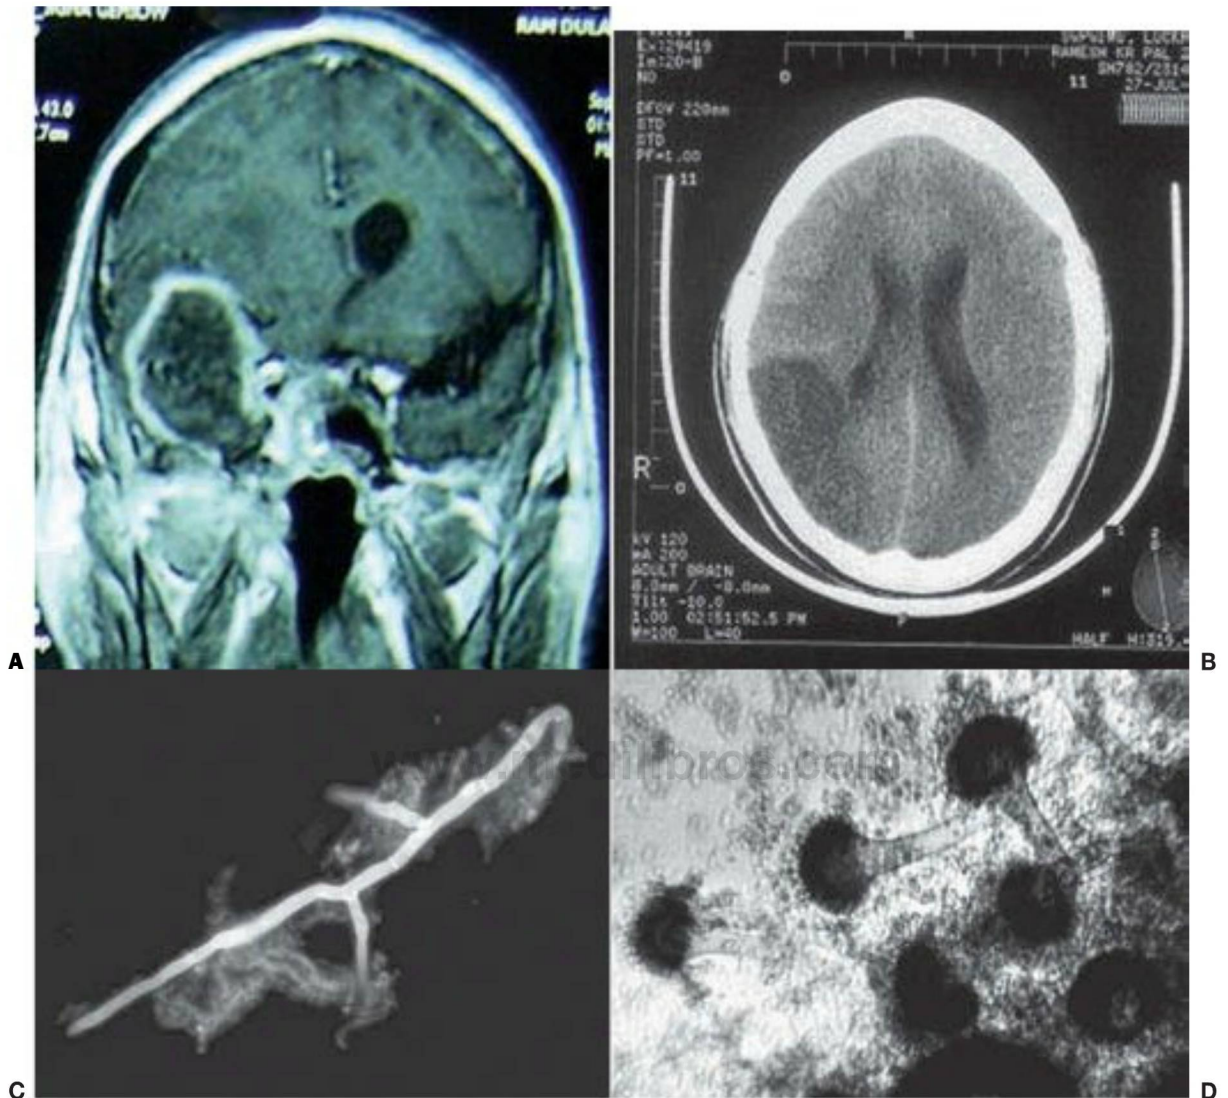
3 Aspergillosis rinocerebral. A, Imagen posgadolinio por resonancia magnética coronal potenciada en T1 que muestra una lesión de masa en el lóbulo temporal derecho con realce periférico y efecto de masa, junto con realce de los senos maxilares y esfenoidales. B, Tomografía computarizada axial del mismo paciente 2 semanas después del tratamiento con anfotericina B, que revela infarto del área parietal derecha. C, Preparación en fresco con KOH del aspirado de un absceso cerebral que muestra hifas fúngicas dicotómicas septadas que se ramifican con ángulos agudos (tinción de blanco calco-flúor x400). D, Preparación de lactofenol azul de algodón del aislado en cultivo que muestra conidióforos no ramificados (X400). (C y D, Cortesía del Dr. Rungmel S. K. Marak.)
